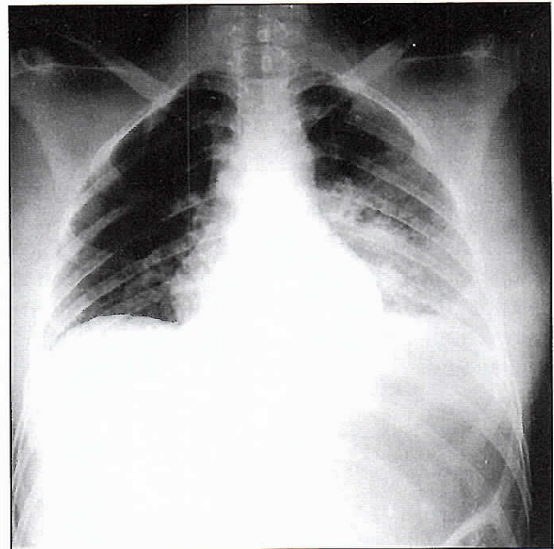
Radiografía de tórax en proyección pósterio-anterior al ingreso. Destaca un aumento de la densidad radiológica asociada a opacidades mal definidas, parcialmente confluentes, en la región perihiliar izquierda. La silueta cardíaca es de tamaño normal.
